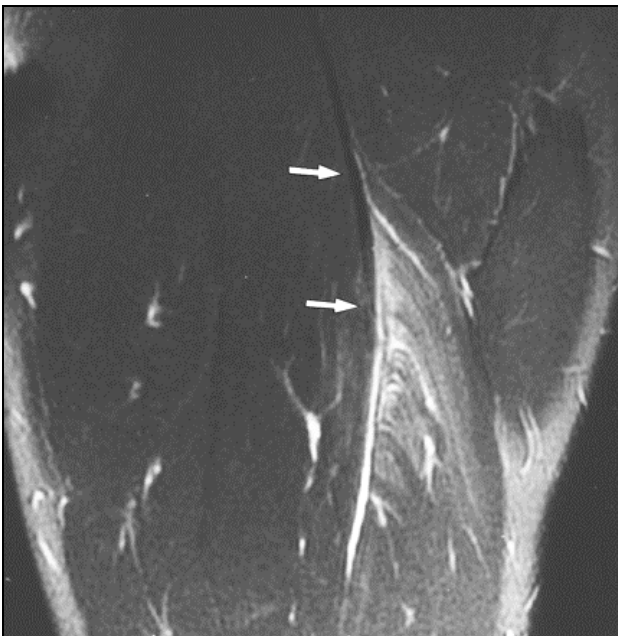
immagine RM di lesione di I° del capo lungo del bicipite. Le frecce
